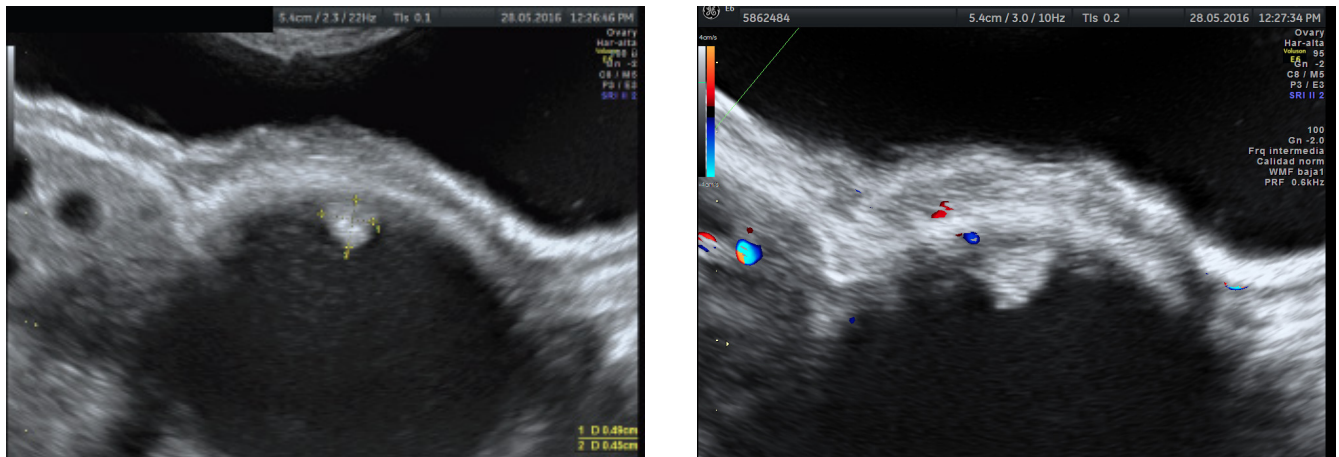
Quiste endometriósico atípico: lesión quística unilocular, contenido en vidrio esmerilado, con proyección papilar, sin vascularización al Doppler. N Burgos 2016.
